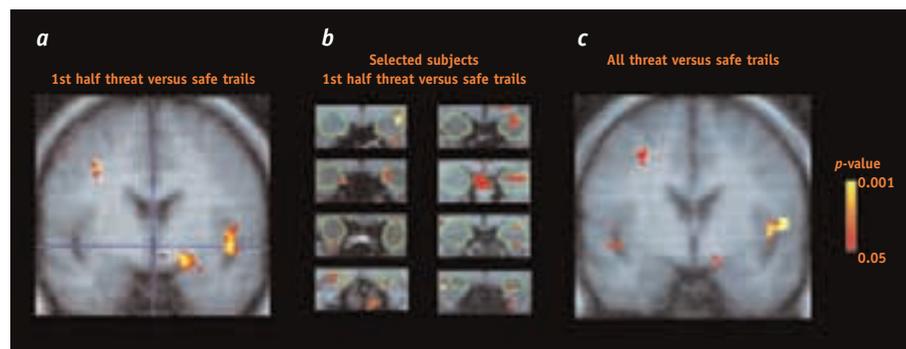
Estudio de resonancia magnética funcional que muestra la activación de algunas regiones cerebrales en sujetos a los que se les informó que un choque eléctrico podría serles administrado tras la presentación de un estímulo neutro inofensivo (en este caso un cuadrado iluminado con un color dado). Nótese la activación de la amígdala izquierda hacia el centro de la figura *a*, y de la corteza insular izquierda en la parte lateral de las figuras *a* y *c*. En la figura *b* se muestra por separado la activación preferente de las amígdalas izquierdas en varios de los pacientes estudiados. Véase en el texto la sección “¿Es posible estudiar la ansiedad en el hombre y los animales?” (Figura tomada de Phelps y colaboradores, 2001, *Nature neuroscience*, 4: 437 – 441, y reproducida con la autorización del autor y de la casa editorial).
